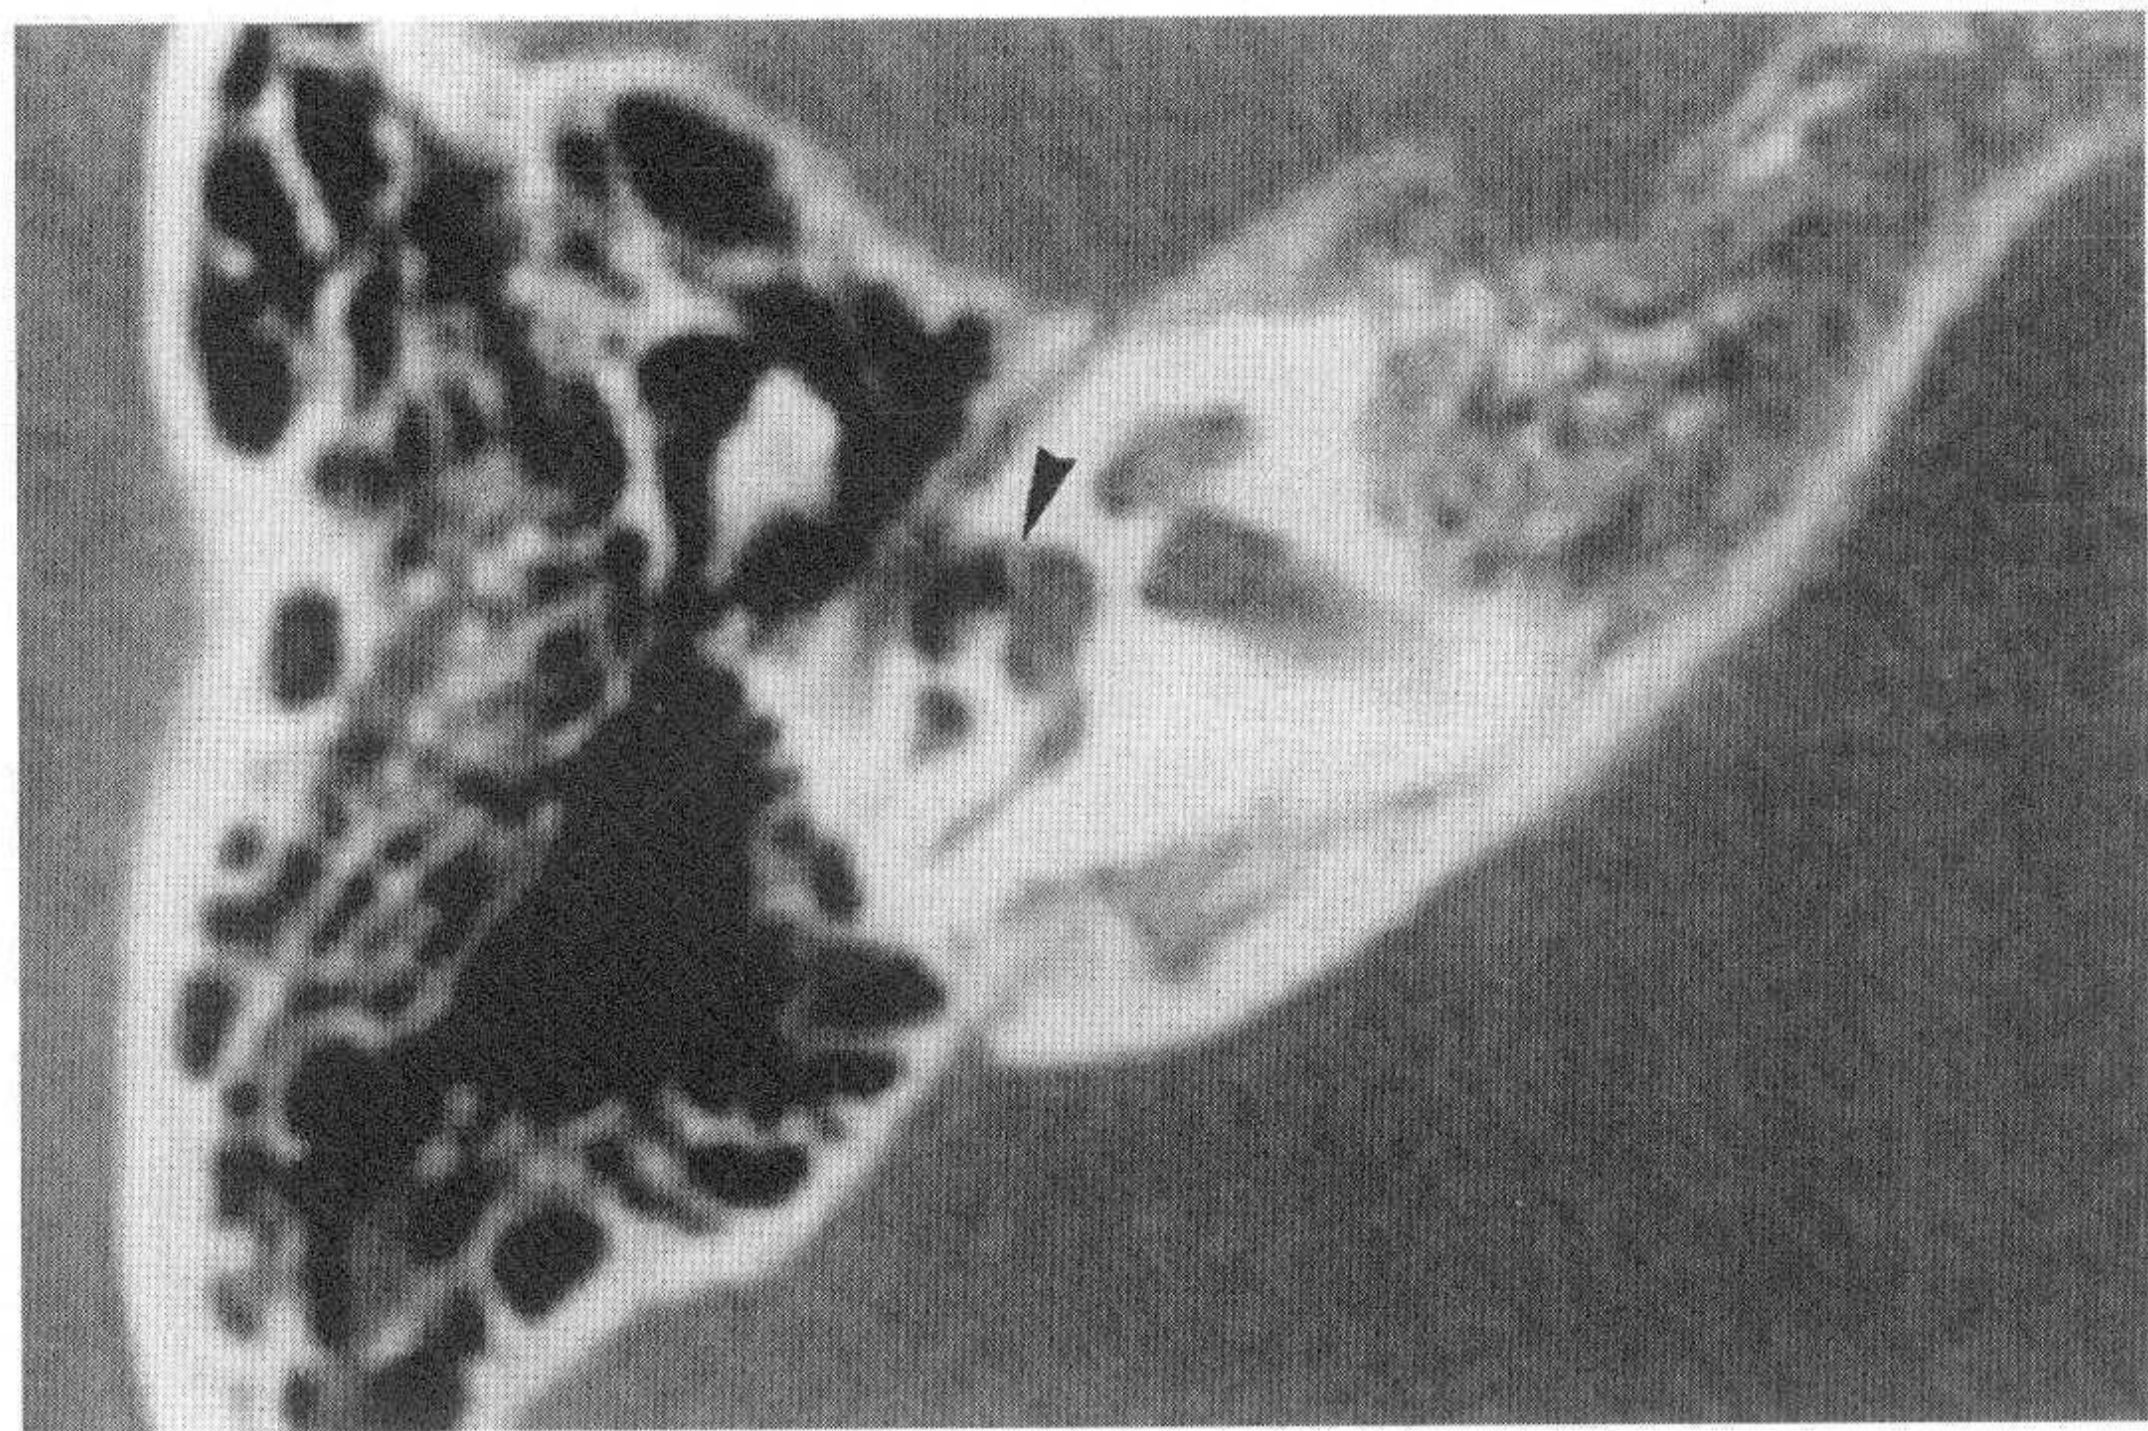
对应正常颞骨CT图像 (小箭头示前庭窗)
